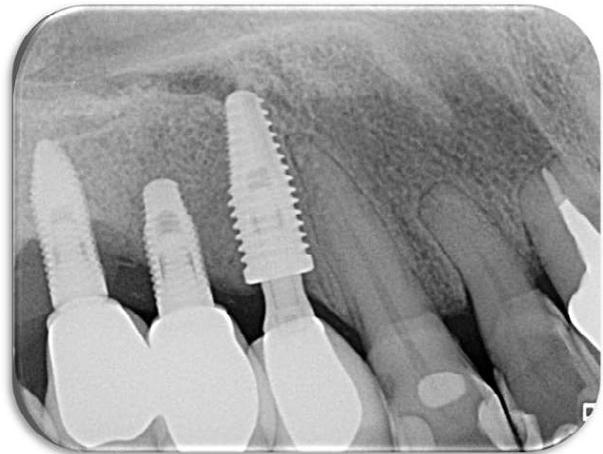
Radiografia periapical do implante confirmando o diagnóstico de peri-implantite.
